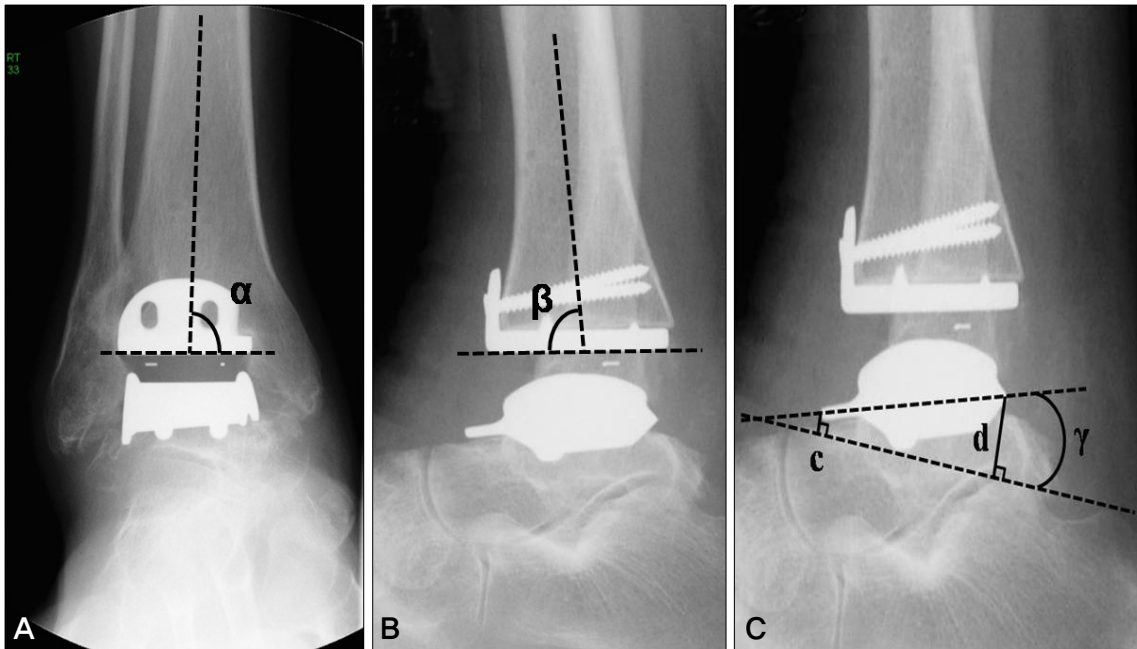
(A), (B) Post-operative radiographs showing the α angle defined as the angle between the anatomical axis of the tibia and the articulating surface of the tibial component on AP radiograph and the β angle measured in the same way as the α angle on lateral radiograph. (C) Lateral radiograph showing additional parameters to estimate a change in the position of the talar component. The γ angle was the angle between a line drawn through the anterior shield and the posterior edge of the talar component and a line drawn between the dorsal aspect of the talonavicular joint and the calcaneal tubercle. The distance c was a perpendicular distance from the most anterior part of the talar component to a line drawn between the dorsal aspect of the talonavicular joint and the calcaneal tubercle. The distance d was a perpendicular distance from the most posterior part of the talar component to the same line as described for distance c.
